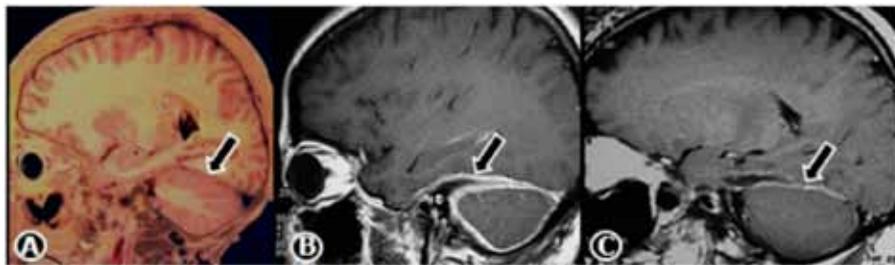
Secciones cerebrales parasagitales para mostrar la duramadre. (A). Anatómica; (B). Resonancia magnética contrastada: Paquimeningitis tentorial y pericerebelosa; y (C). Reducción del grosor posterior a tratamiento con corticosteroides.
